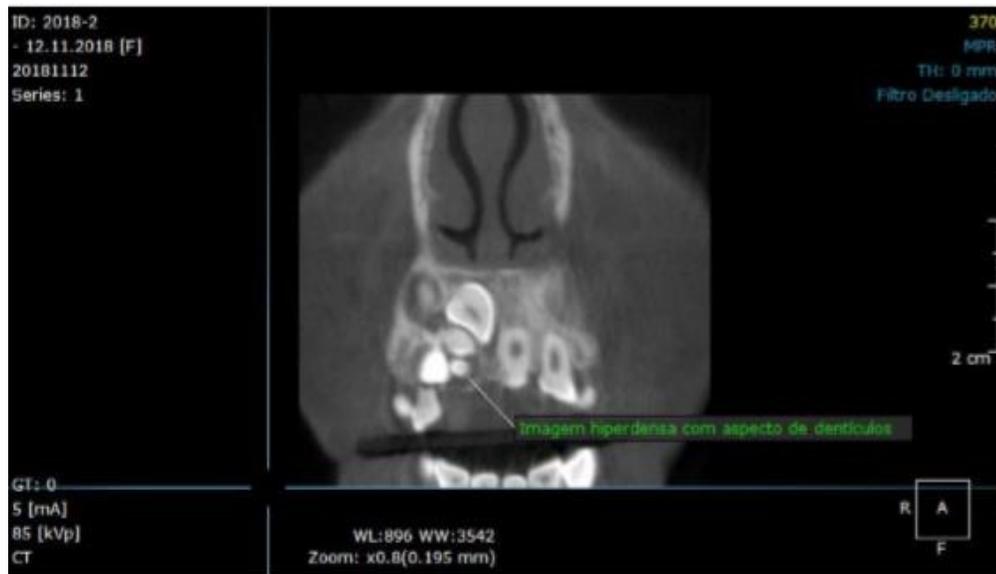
Tomografia computadorizada, corte coronal, imagem hiperdensa com aspecto de dentículos
